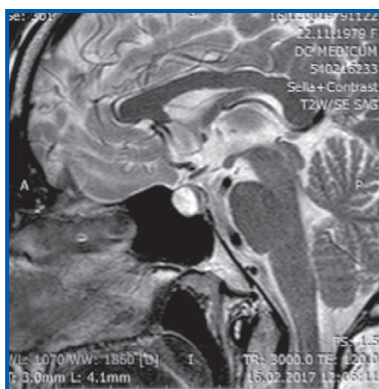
МРТ: соматотропінома
